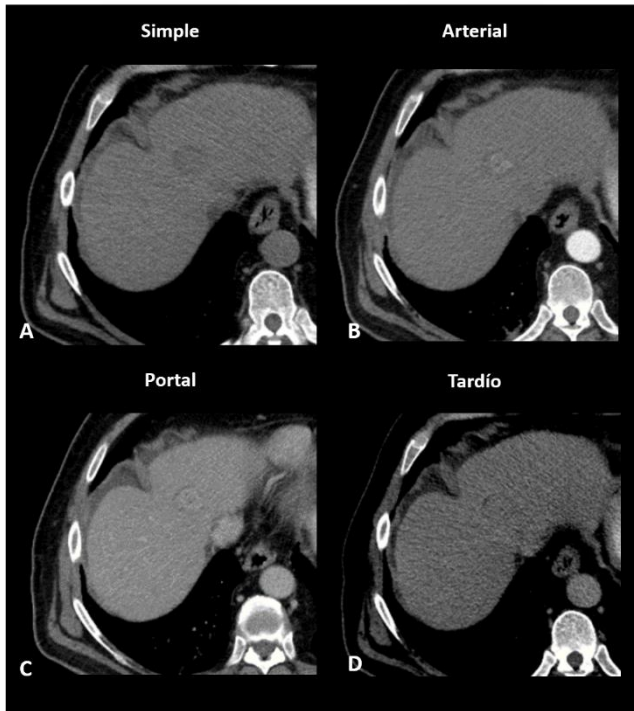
TAC contrastada en paciente con antecedente de cirrosis hepática y lesión altamente sospechosa de CHC detectada por ultrasonido. La TAC simple (A) mostró una lesión hipodensa, de bordes bien definidos, la cual presentó realce en su porción central durante la fase arterial (B), mostrándose hiperdensa en relación con el parénquima sano, en la fase portal (C) se observó isodenso al tejido adyacente y finalmente en la fase tardía (D) presentó lavado. Este patrón de realce es característico de CHC.
